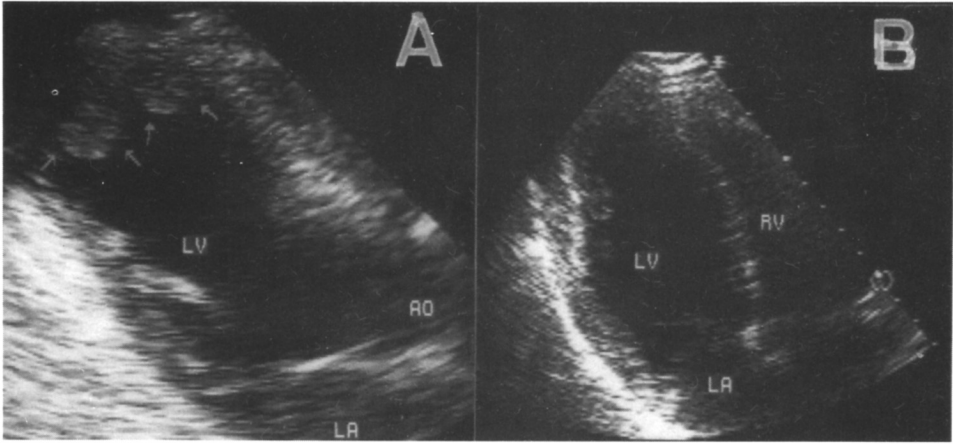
A. 2D Echocardiogram of case 1 revealed two mural thrombi(arrow) attached to the akinetic apex. B. Follow-up 2D Echocardiogram showed disappearance of thrombi.
